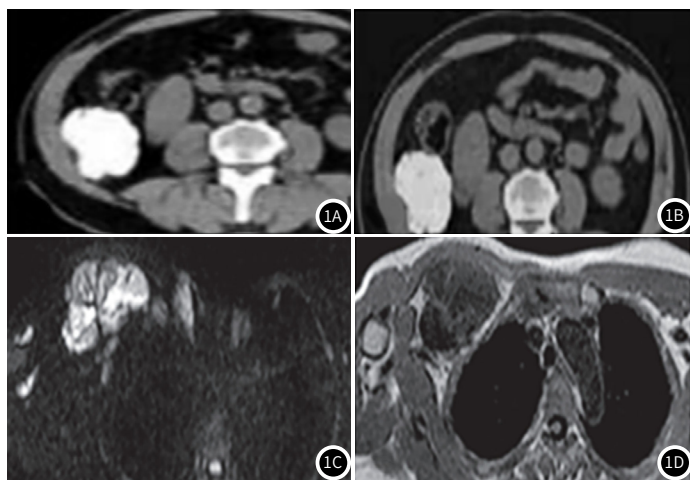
CT和MRI影像学特征分析。1A-1B: CT 增强扫描门静脉期与延迟期影像, 可见肿瘤边界清晰, 未见压迫影像(右上腹); 1C-1D: MRI影像T₂高信号、T₁略低信号, 内见“树枝状”(右胸壁下)。
